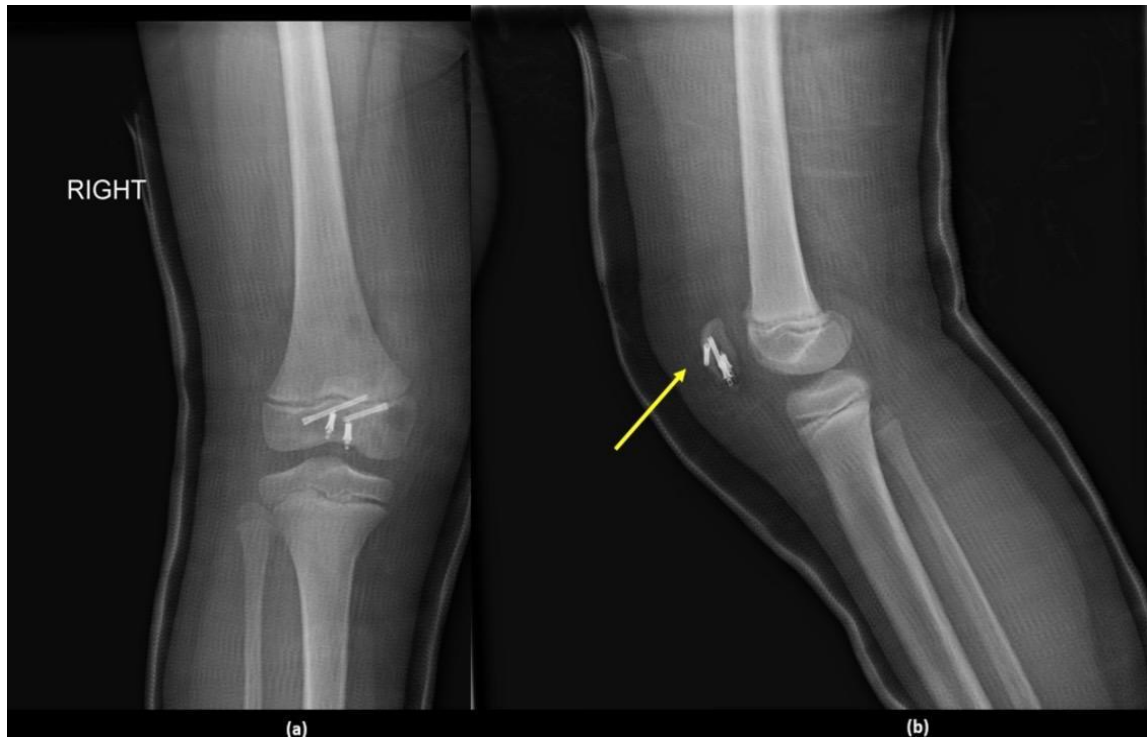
Radiographie de face et de profil du genou montrant une sleeve fracture traitée par vissage (67)
